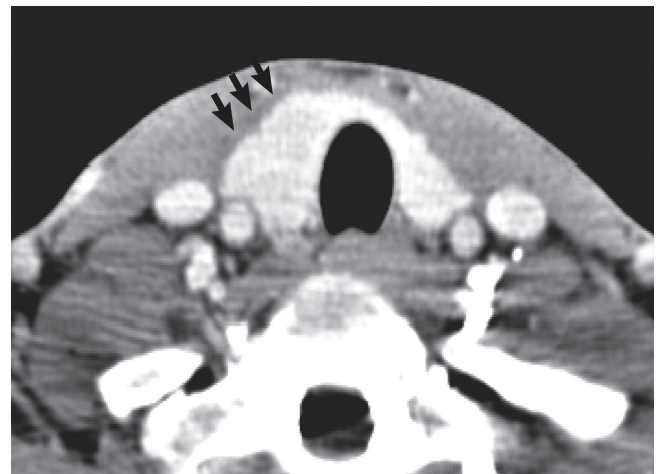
Computed tomography scan showed 2.2 cm sized hypodense enhancing mass (arrows) in right lobe.
